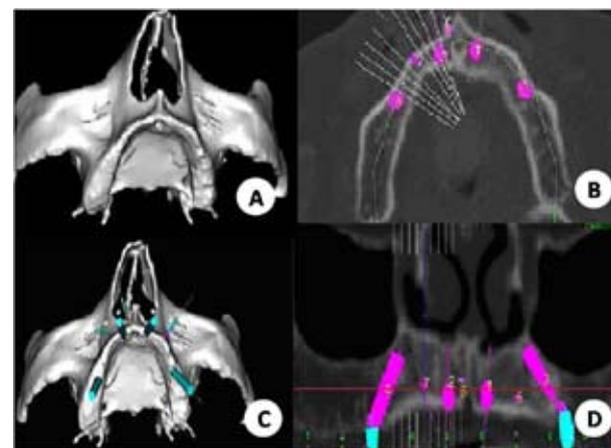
(A) TC de maxila em 3D; (B;C;D;) Posicionamento virtual dos implantes em cortes axial, 3D e coronal.
